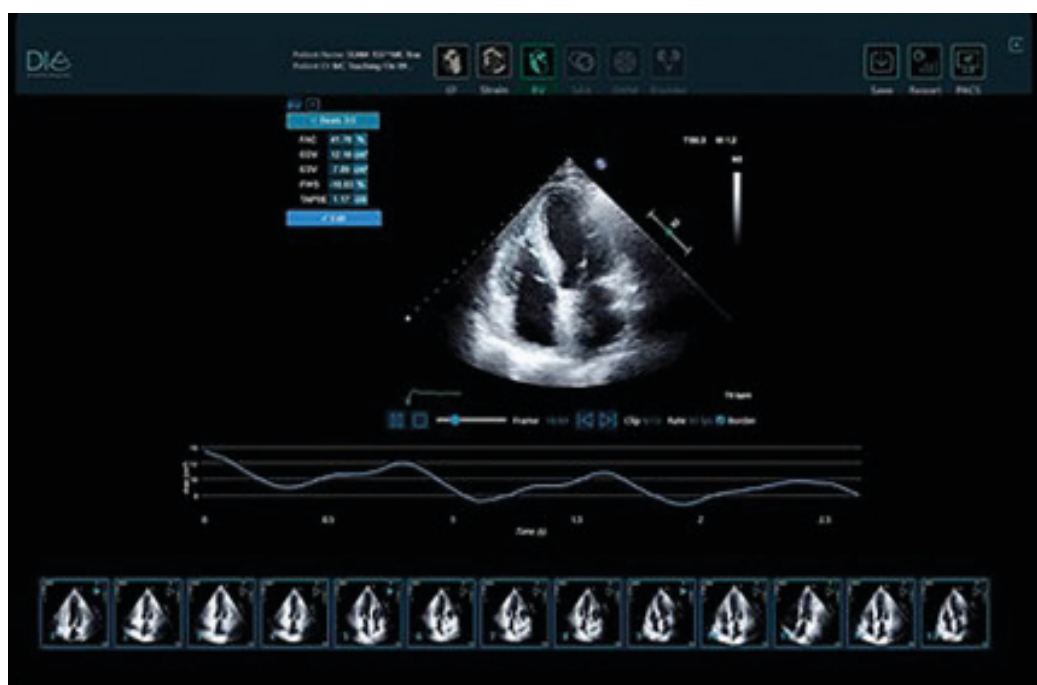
Rappresentazione di un software di ecocardiografia per analizzare e valutare automaticamente la frazione di eiezione (DiA imaging Analysis Ltd. <https://www.dia-analysis.com/livory>).
